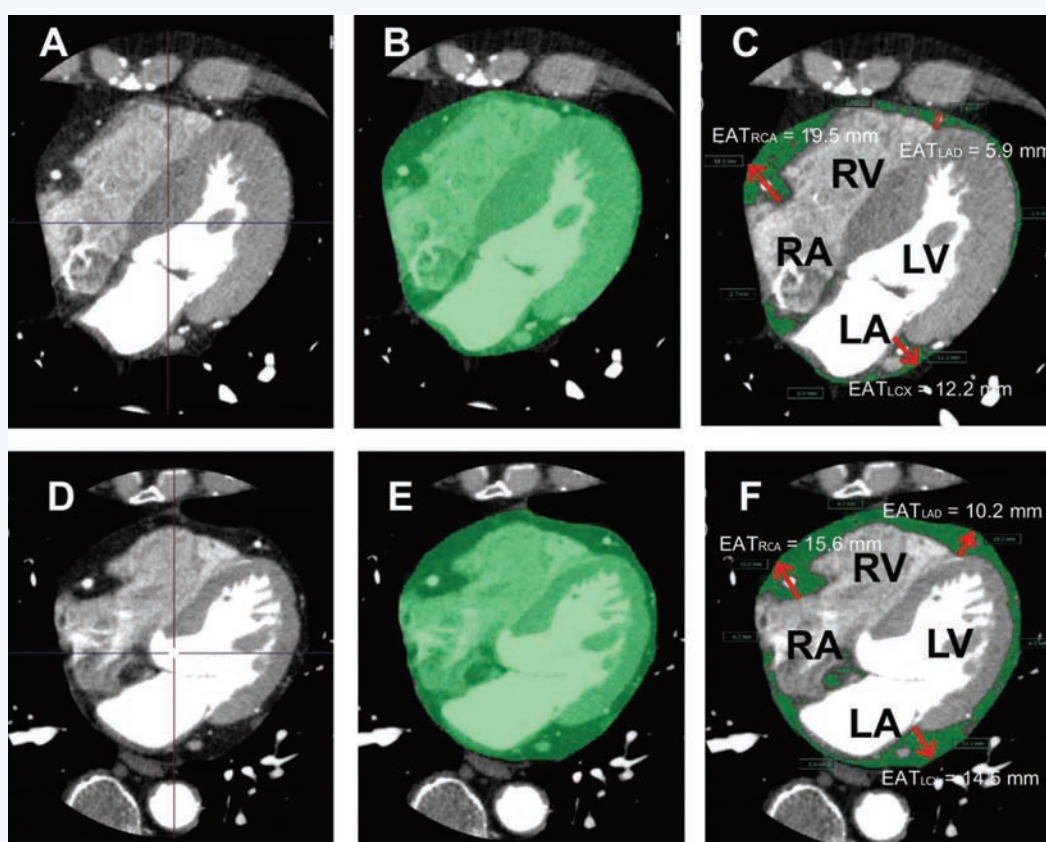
Мультиспиральная компьютерная томография сердца. Оценка локальной толщины эпикардиальной жировой ткани [32]
